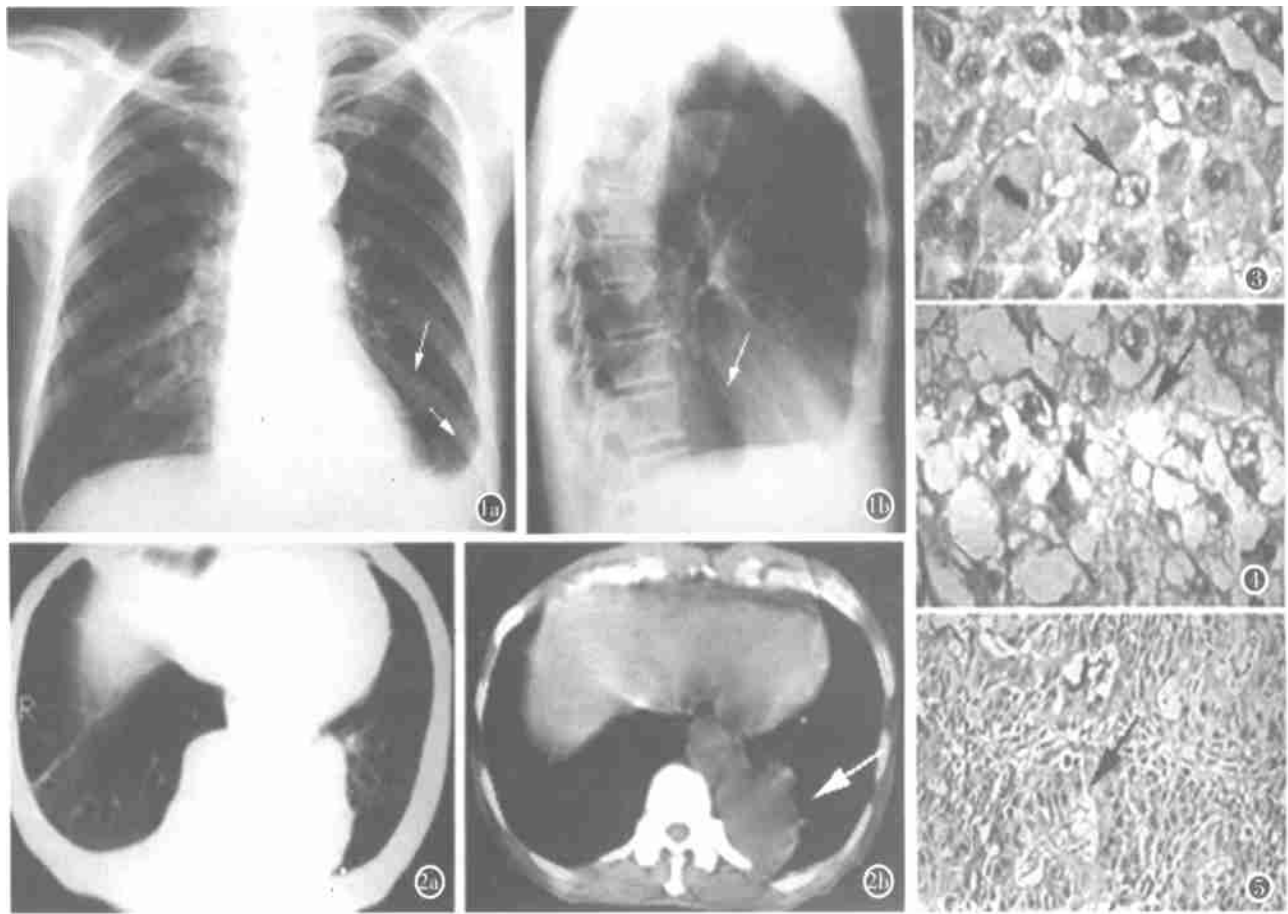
胸正侧位片：左下肺后基底段一大块约 5cm×6cm×8cm 团块状阴影，密度均匀，边缘不清，左心缘呈双边影，左肋膈角变钝。图 2 CT 示左肺下叶后基底段一片状阴影范围大小约 6.8cm×5.2cm，病灶边缘欠光整。图 3 (HE 染色×400) 中分化鳞癌区，瘤细胞多边形，可见细胞间桥，核异型明显，核大小、染色深浅不一，部分瘤细胞可见粗大的核仁。图 4 (HE 染色×400) 透明细胞癌，瘤细胞呈片状排列，境界不清，细胞大，多角形或椭圆形，胞浆透明。图 5 (HE 染色×100) 低分化腺癌，瘤细胞排列为实性及腺腔样结构，细胞排列紊乱，可见明显核异型，腺腔内可见少量粘液样物。
